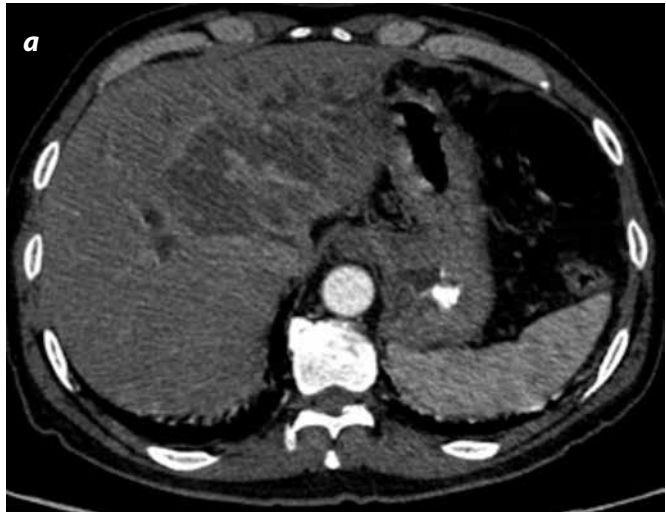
a) Colangiocarcinoma formador de masa. Imágenes axiales de TC fase arterial. b) Portal. c) Tardía a los 10 minutos: masa hipovascular de borde irregular, con realce periférico temprano y retención del medio de contraste en el centro de la masa en las adquisiciones tardías. Dilatación secundaria de la vía biliar intrahepática.
